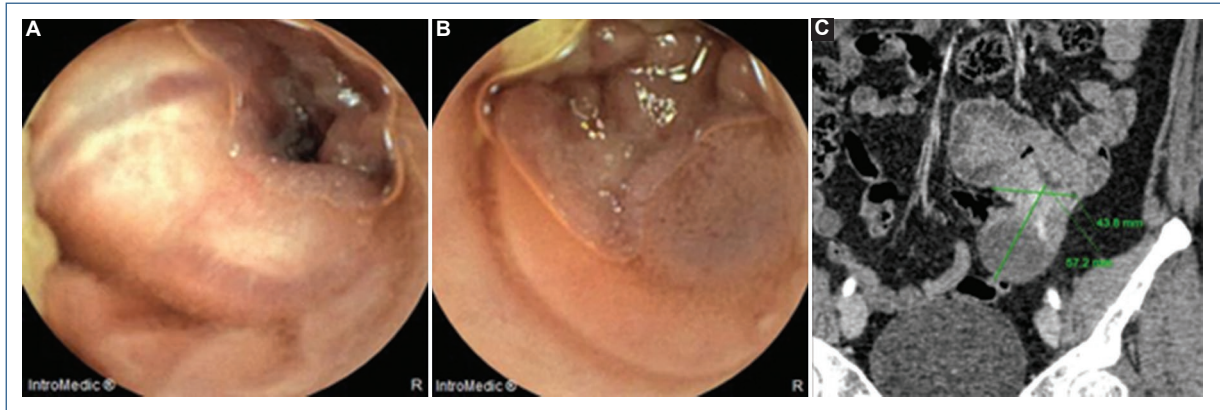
Imágenes de cápsula endoscópica. A: lesión intraluminal SPICE 3. B: hipervascularidad. C: enterografía por tomografía computarizada.
